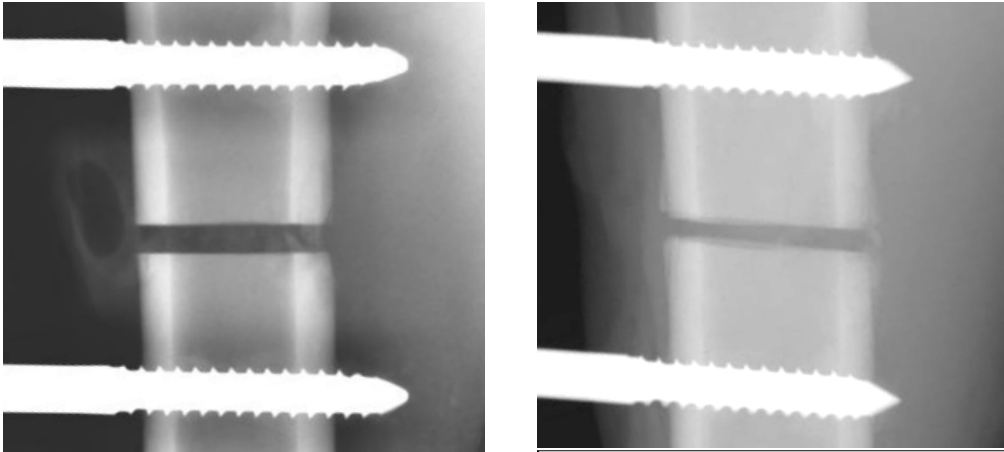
Röntgenuntersuchung drei Tagen postoperativ. Rigider Fixateur externe (links); Weicher Fixateur externe (rechts): Beginnende Kallusbildung in der weicheren Gruppe.
